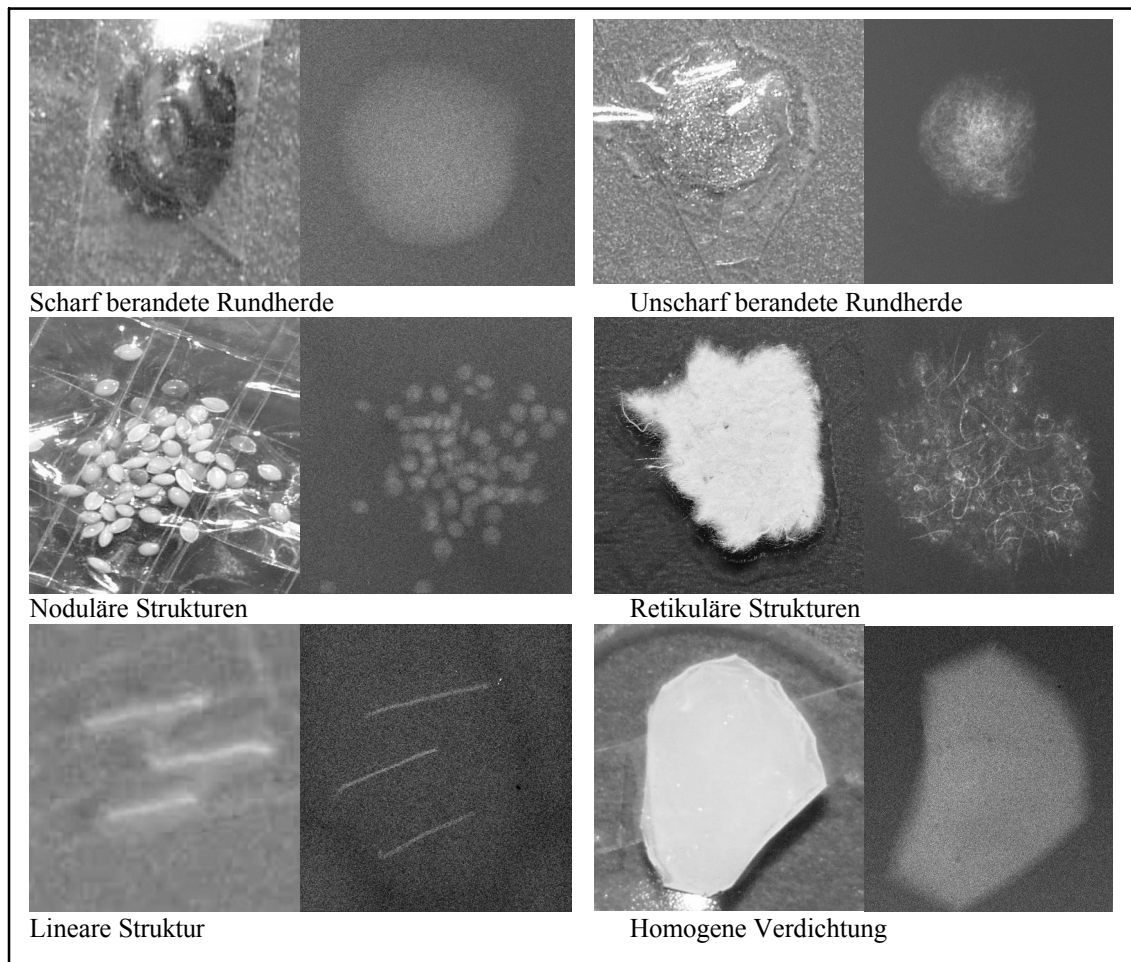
(aus [Red03]) : Materialien für die Darstellung der simulierten pathologischen Strukturen und die korrespondierenden Röntgenbilder
